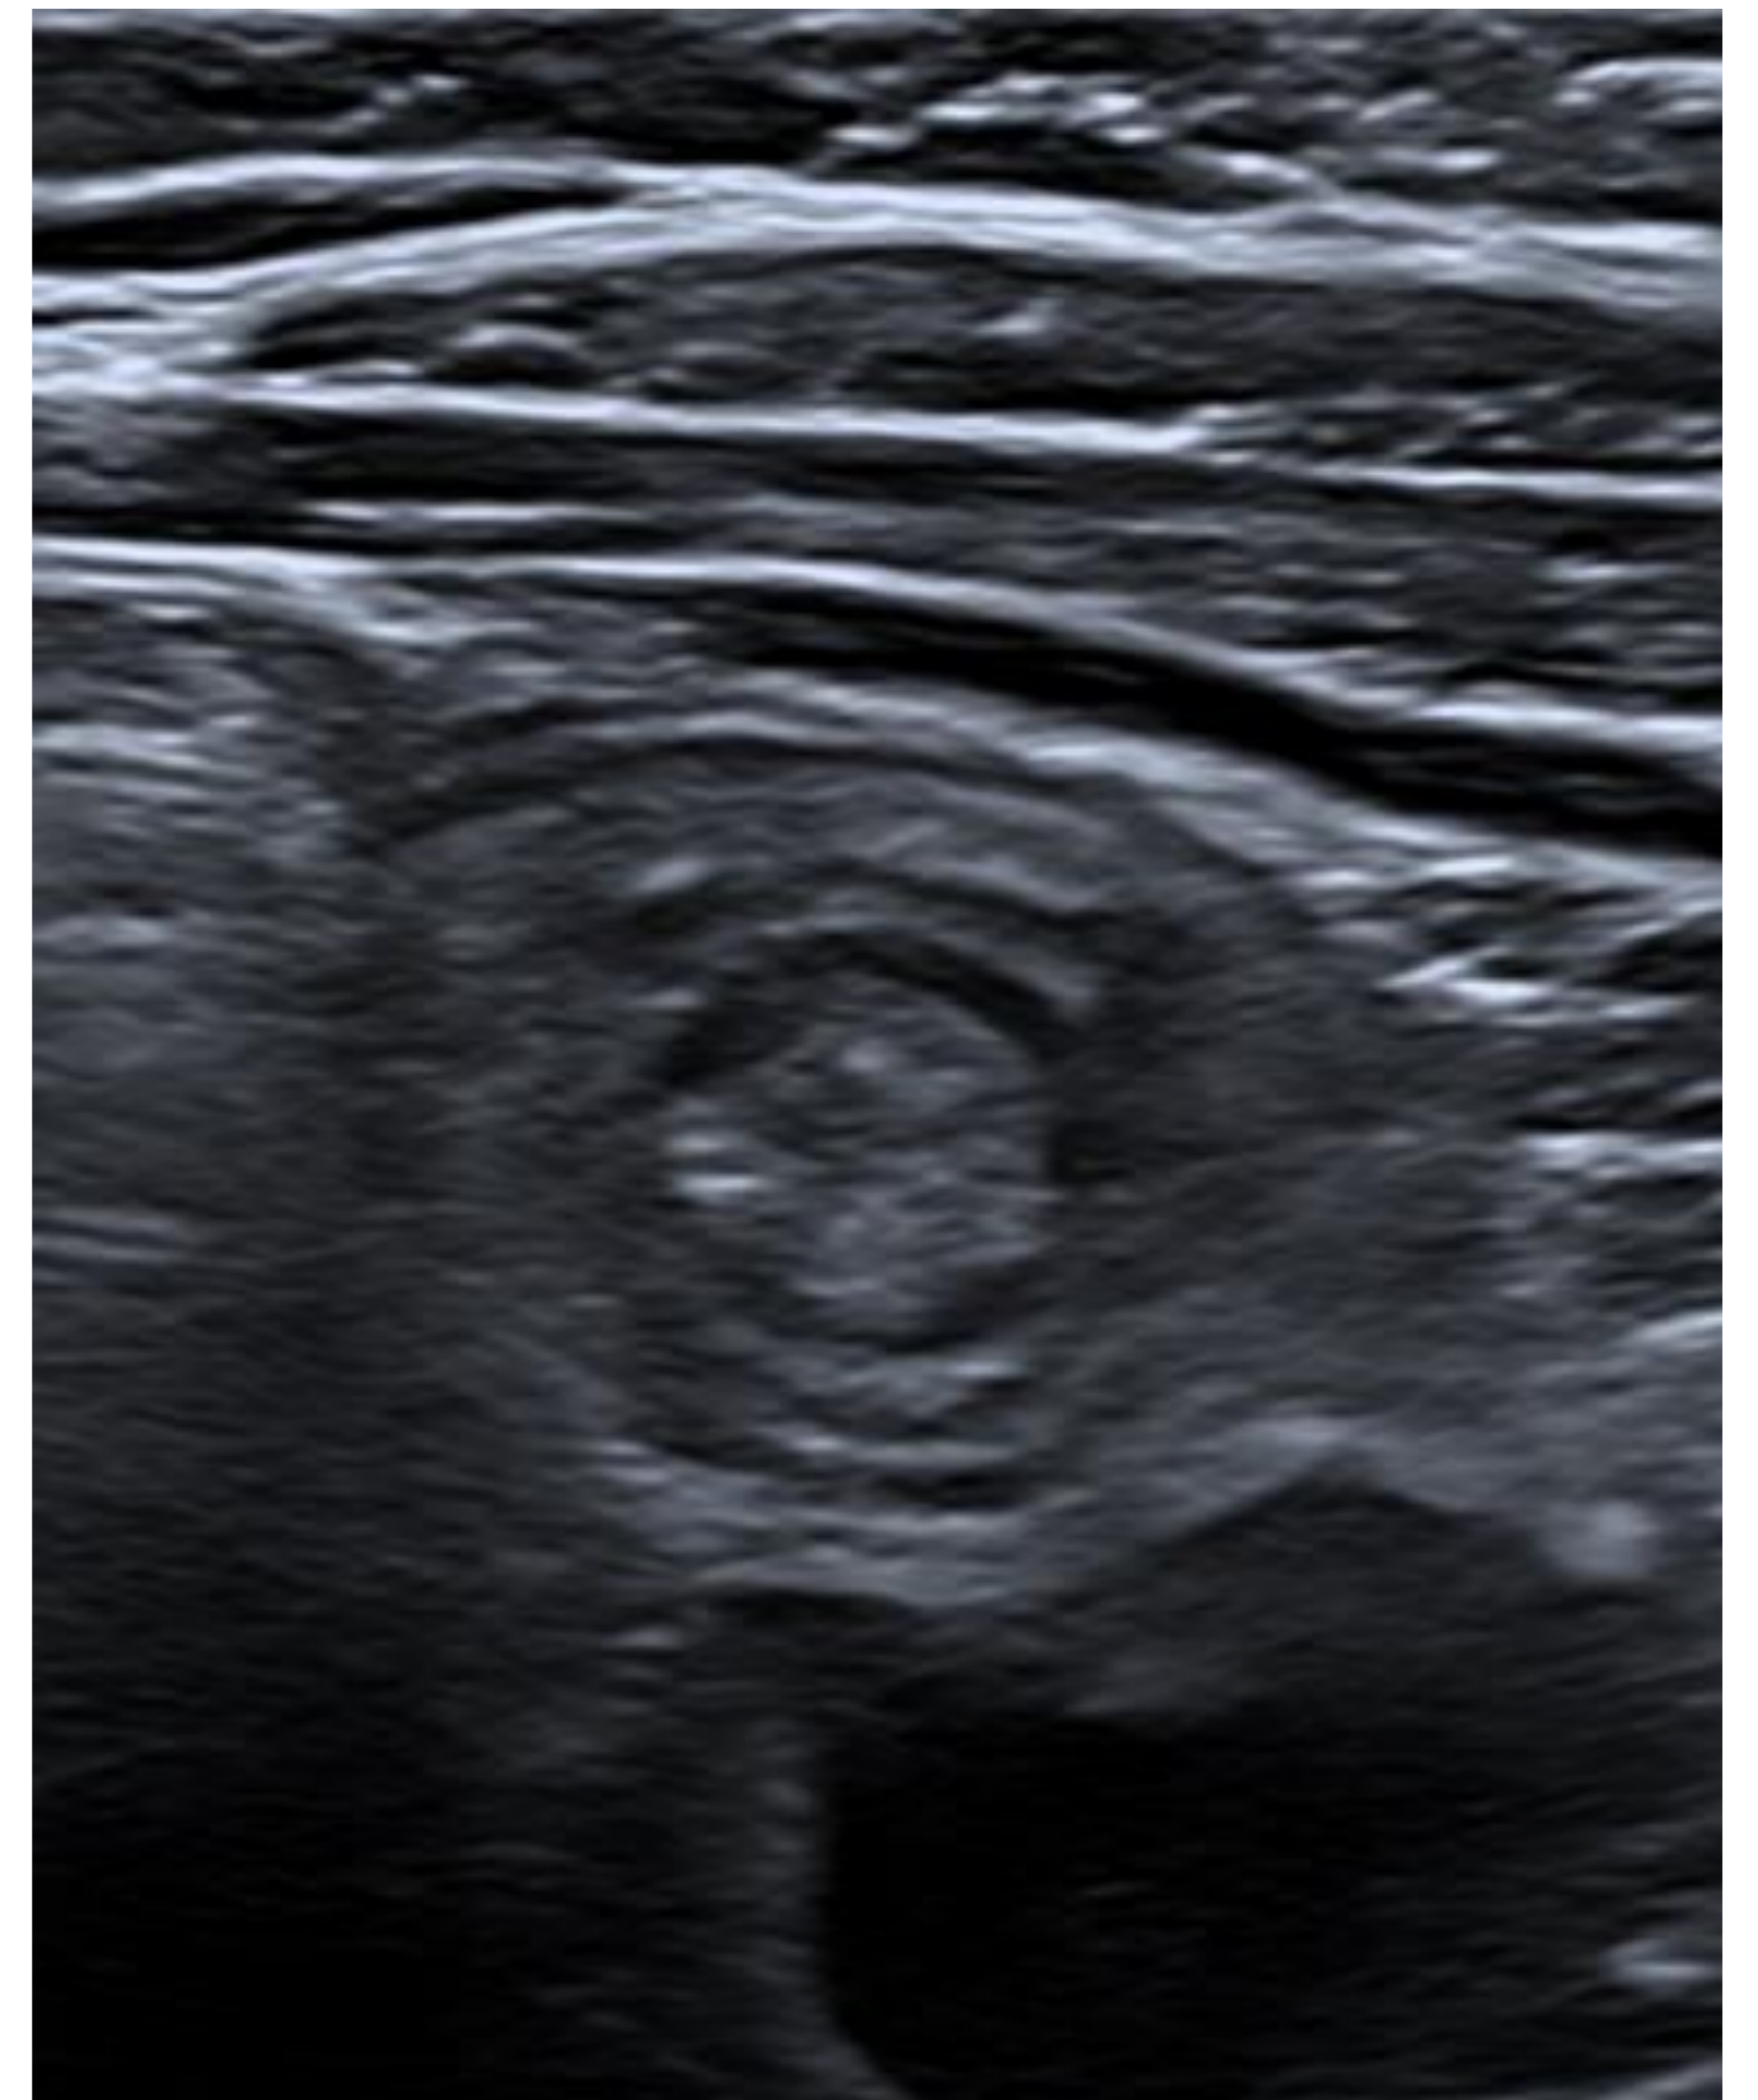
Ecografía: Se identifica en fosa iliaca derecha una imagen en diana, con anillos concéntricos de distintas ecogenicidades, en relación con invaginación intestinal.
